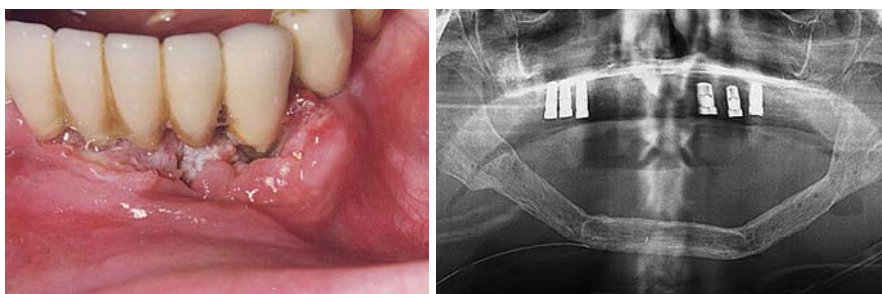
Intraorale Fotoaufnahme der marginalen Gingiva zum Zeitpunkt der Erstvorstellung (Patient 1). – Abb. 8: Orthopantomogramm zum Zeitpunkt der Implantatfreilegung (Patient 1).
